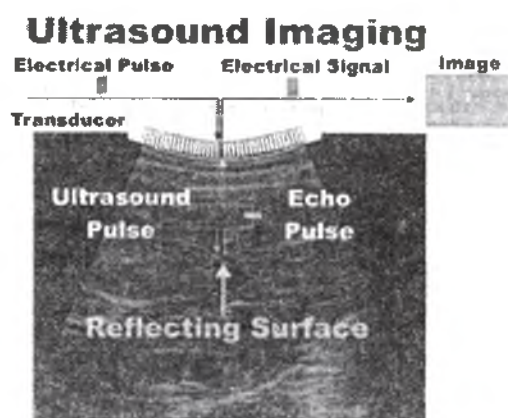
Основы процесса УЗИ изображения
